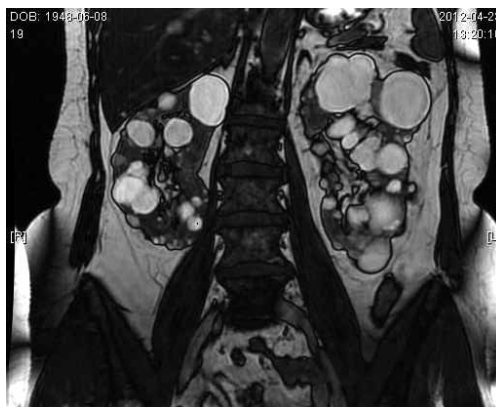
Rezonans magnetyczny nerek wielotorbielowych 3D VRT (Volume Rendering Technique) (materiał własny autora)
